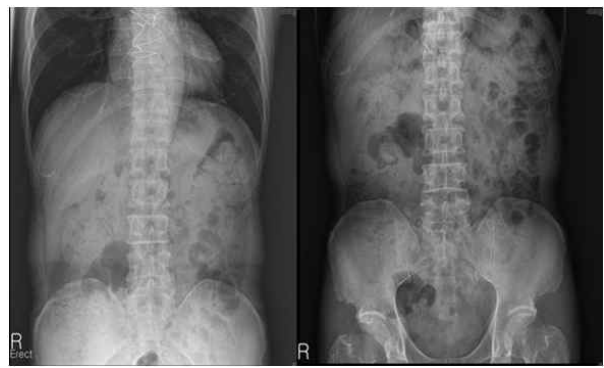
Cervical and abdominal x-ray after foreign body ingestion.
